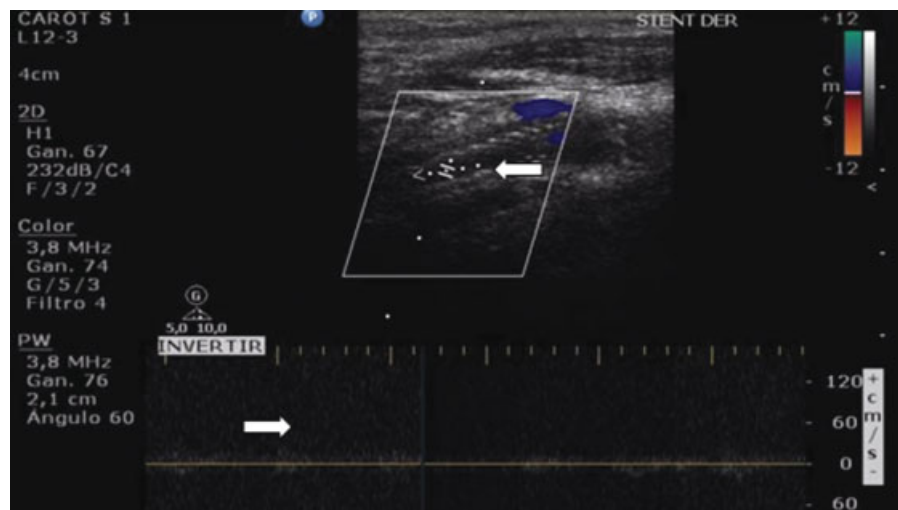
EDC y espectral donde se observa ausencia de flujo tanto en el mapa color como en el *Doppler* espectral (flechas).
